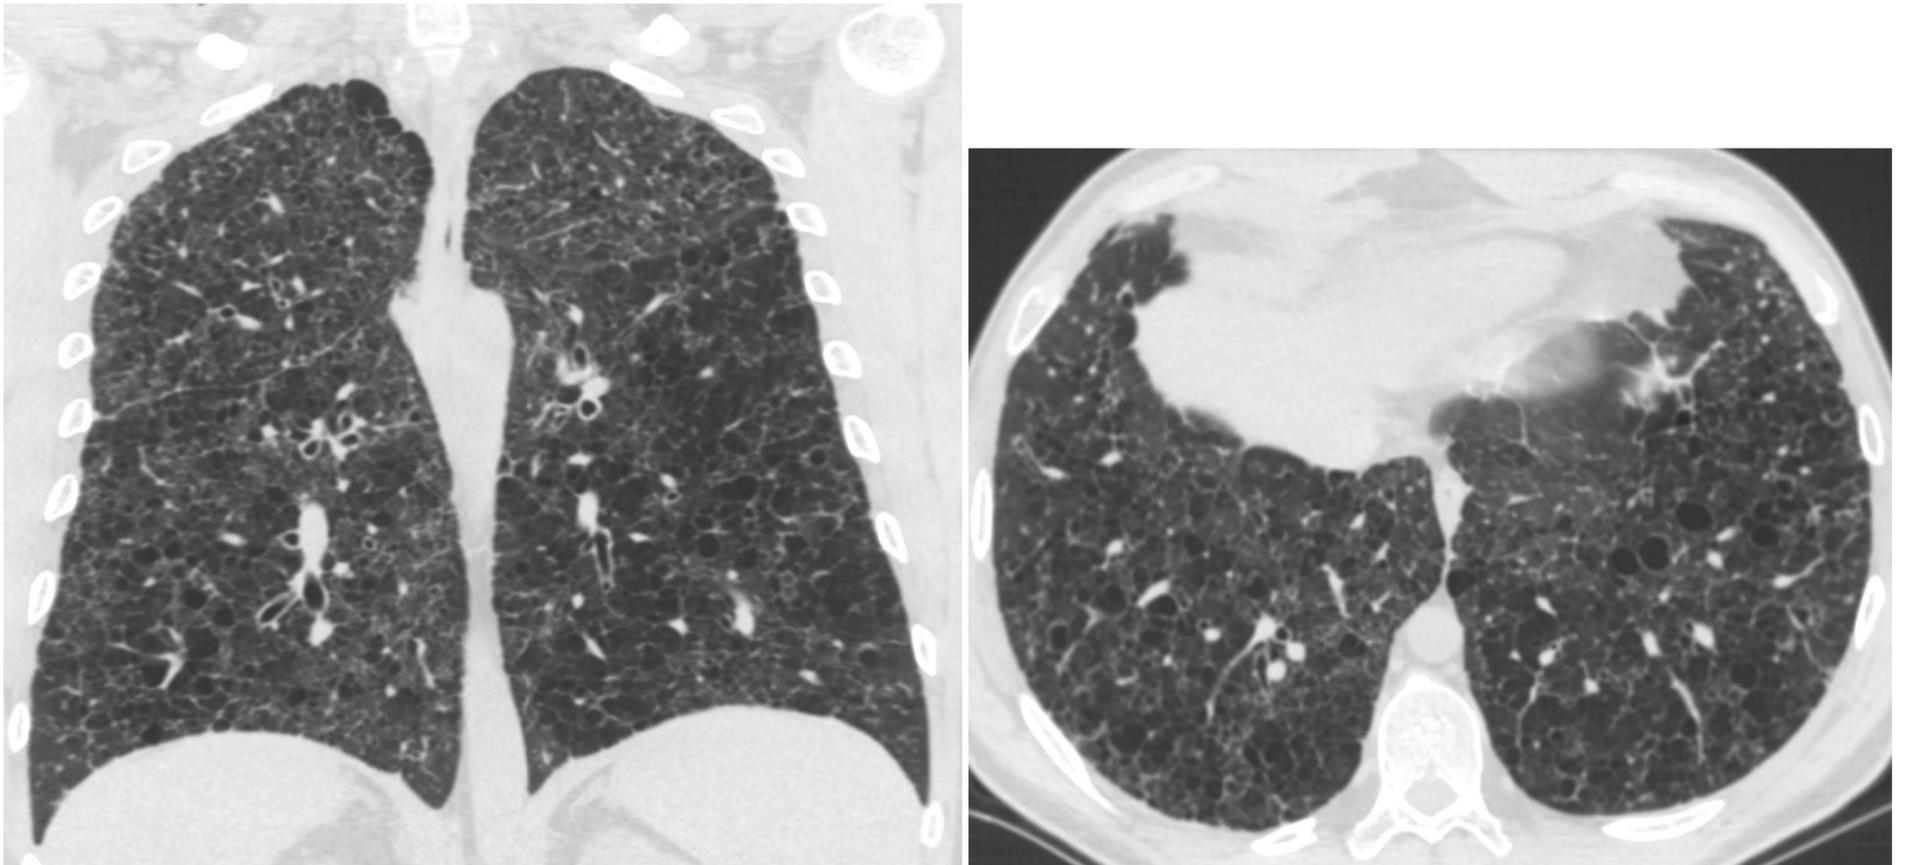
Imagen número. Histiocitosis de células de Langerhans. Cortes coronales de TC en los que se objetiva la presencia de diversos quistes de pared fina y diverso tamaño (hasta 2 cm), engrosamiento interlobulillar y desestructuración parenquimatosa. Además, hay áreas de enfisema centrolobulillar y paraseptal.
